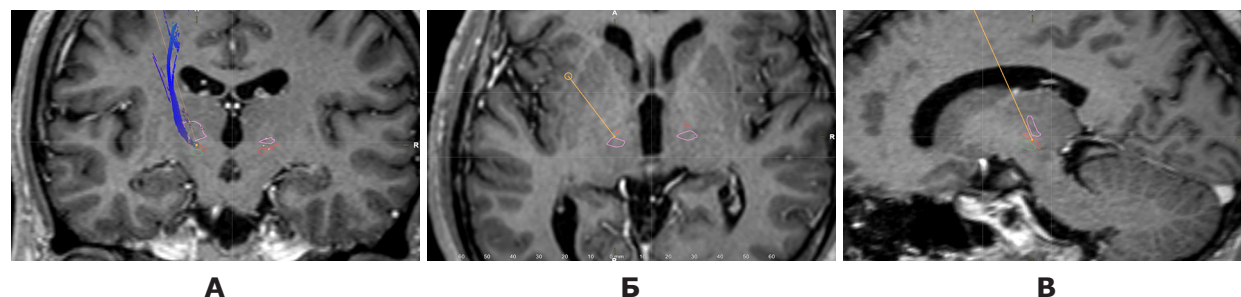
Планування мішені РЧ-деструкції DRTT. МРТ головного мозку з внутрішньовенним введенням контрастної речовини (помаранчева лінія – траєкторія введення електрода, фіолетова – VIM, червона – задня субталамічна ділянка, зелена – STN): А – коронарна проекція; Б – аксіальна проекція; В – сагітальна проекція
